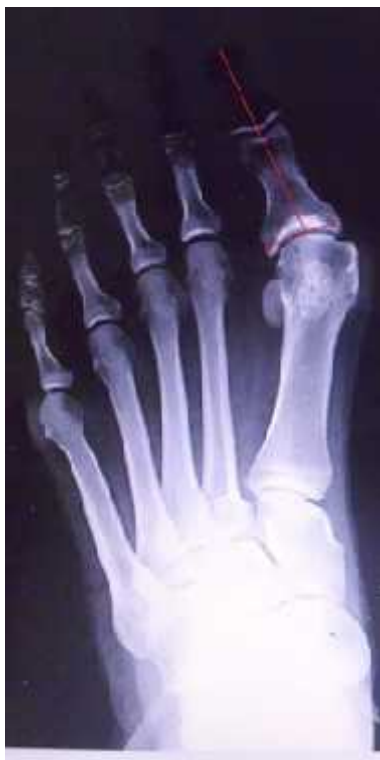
Radiografski prikaz HVU i DMAU
